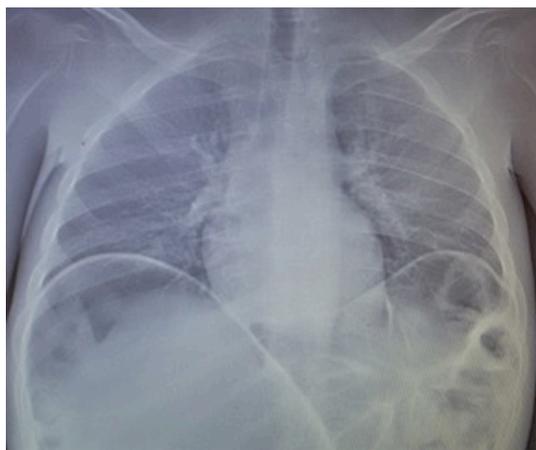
Radiografia de tórax mostrando alças intestinais dilatadas e deslocamento do diafragma para cima.
